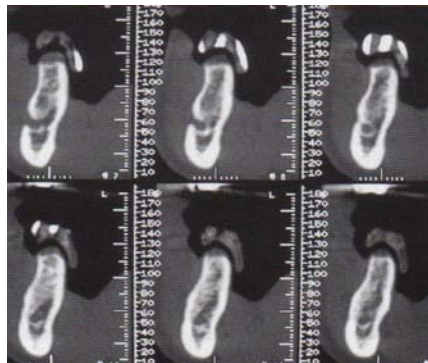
TDM : reconstruction 2D par logiciel Dentascan [CAVEZIAN R., PASQUET G. et al. ; 2006]
